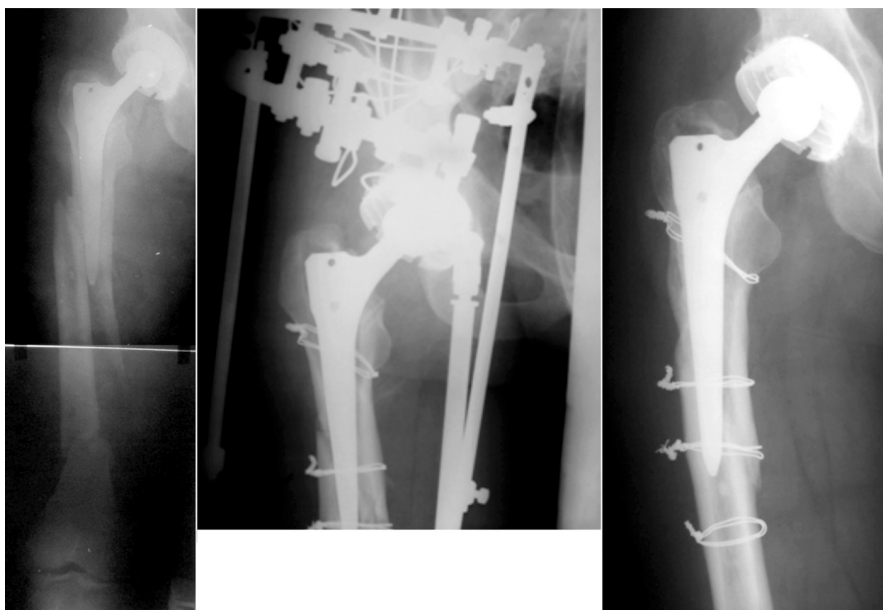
Рентгенограммы области повреждения в прямой проекции больного Ф. до, во время и через год после лечения
